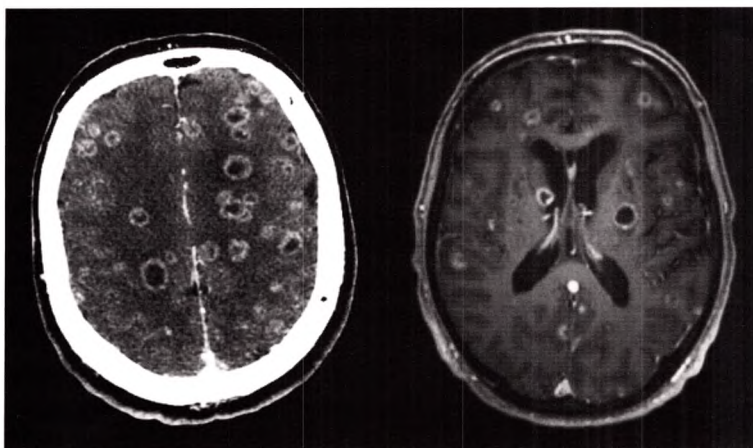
C Scanner et IRM avec injection.
